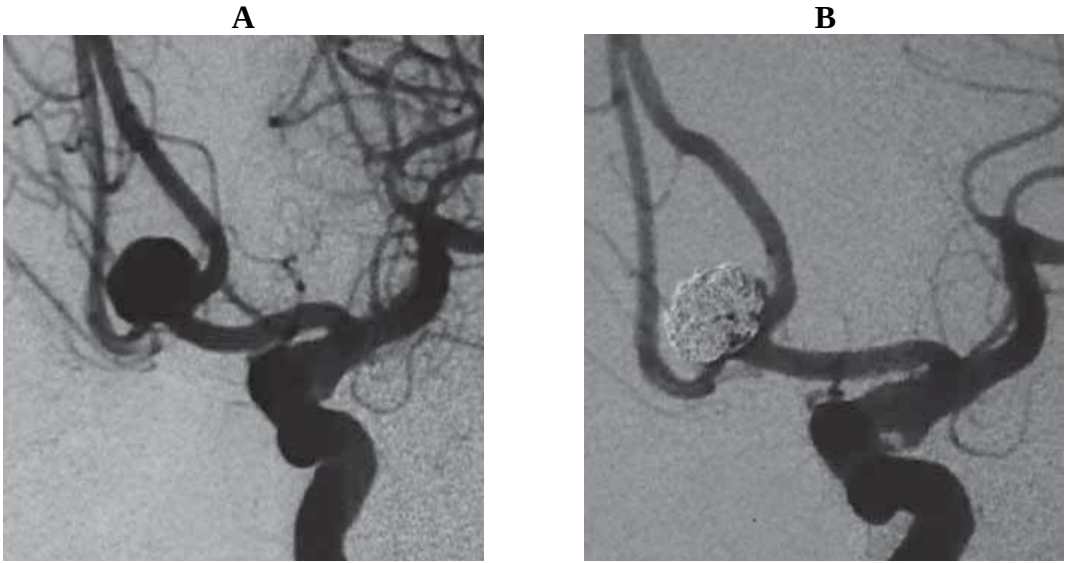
Başağrısı şikayeti mevcut hastanın (olgu 3) yapılan anjiografisinde bilateral PSA orifislerini içerisine alan geniş boyunlu sakkuler baziller tepe anevrizmasının işlem öncesi görüntüsü (A). 5 ve 15. (B) ay kontrol DSA da bilateral PSA açık, anevrizma total kapalı ve stent içi stenoz mevcut değildi. Ayrıca hastanın sol PSA ile SSA arasında sola projete 1 mm çapta ve sol PİSA orifisinde 4 mm çapta anevrizmalar da görülmektedir (A). Kontrol anjiografide baziller arter distalindeki anevrizmada değişiklik mevcut değilken PİSA’da embolize edilen anevrizmanın kapalı olduğu izlenmektedir (B).
